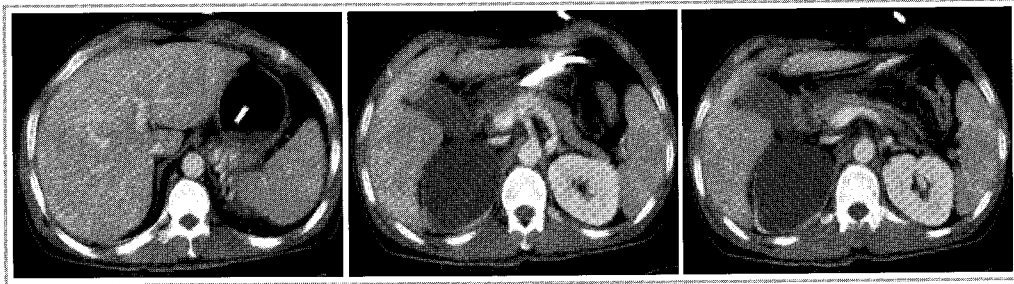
위정맥류가 좌신정맥을 통해서 하대정맥으로 연결되는 위신정맥 단락을 보여주는 CT 영상
